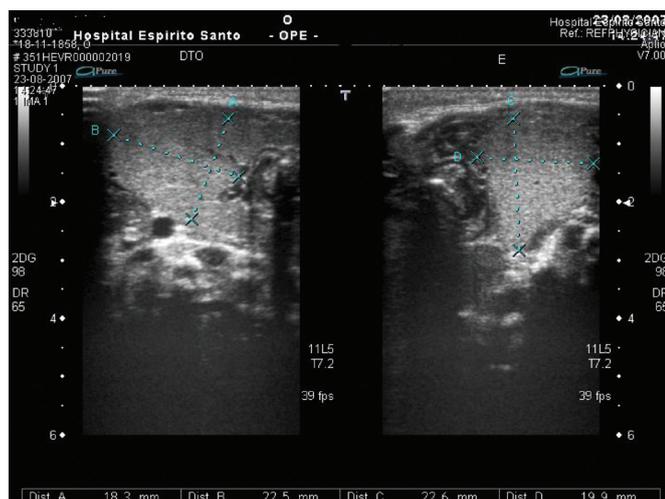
Ultrassonografia cervical – aumento difuso da glândula tireoide.
